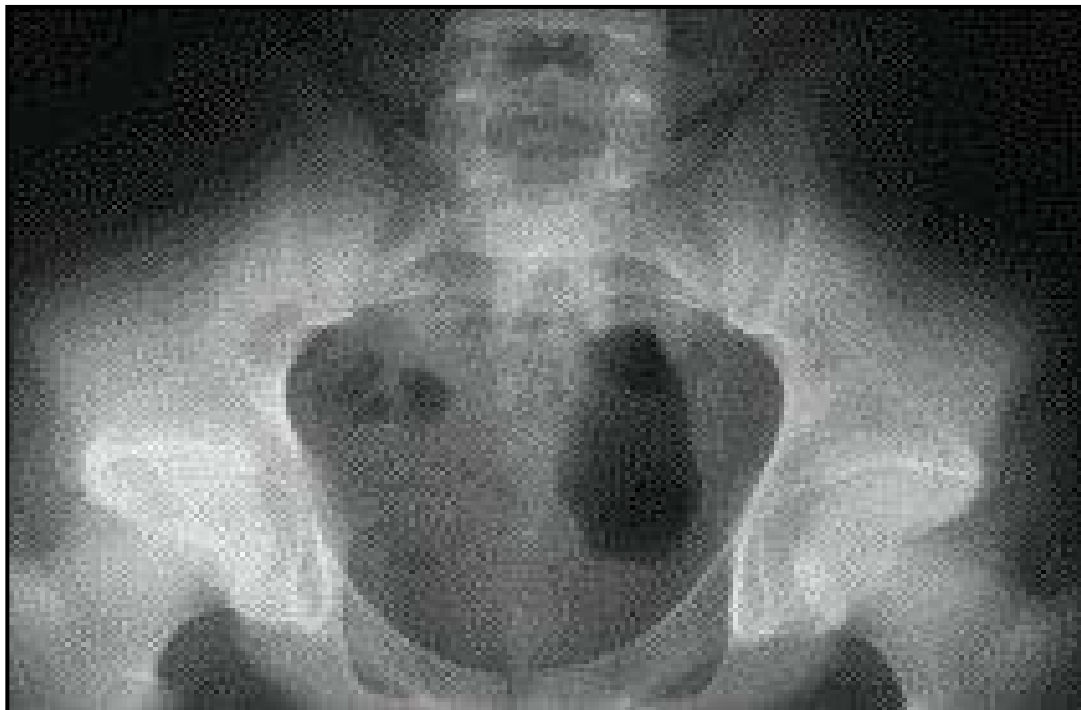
Radiographie standard du bassin de face objectivant une sacro iliite stade 2 bilatérale
